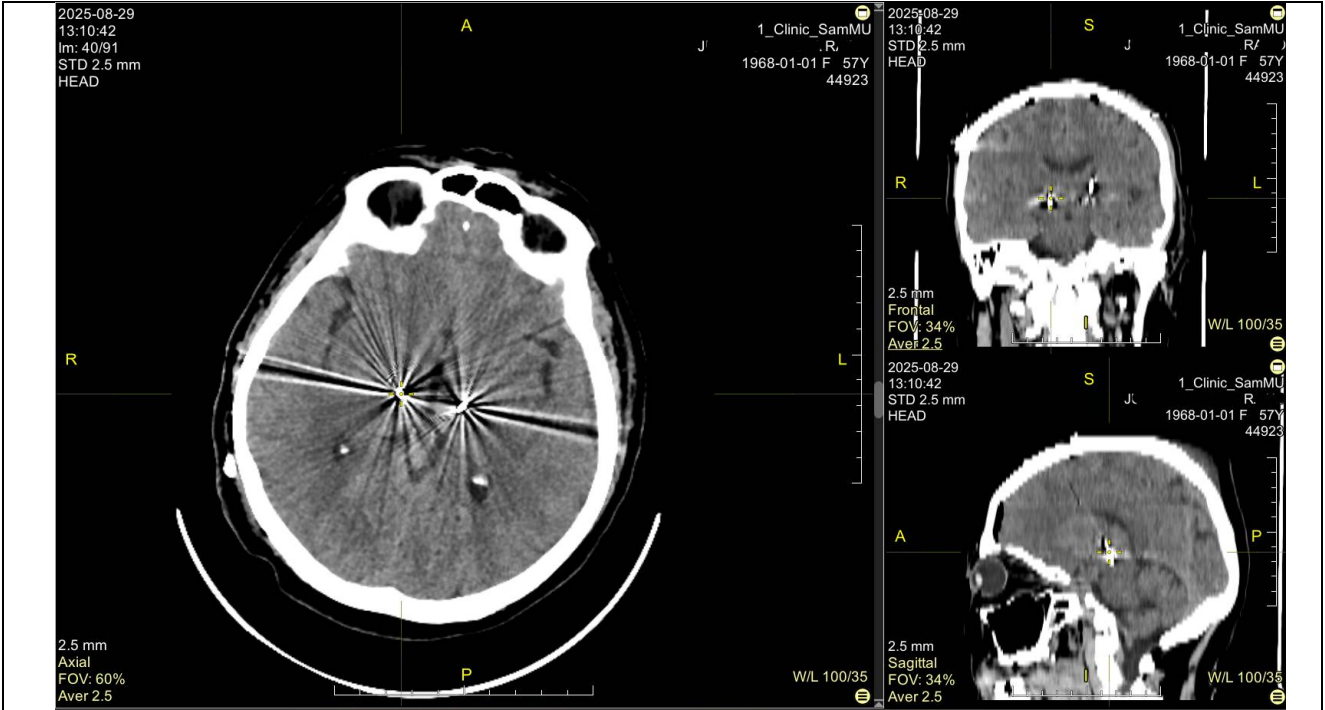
Послеоперационная МСКТ с 3Д реконструкцией
